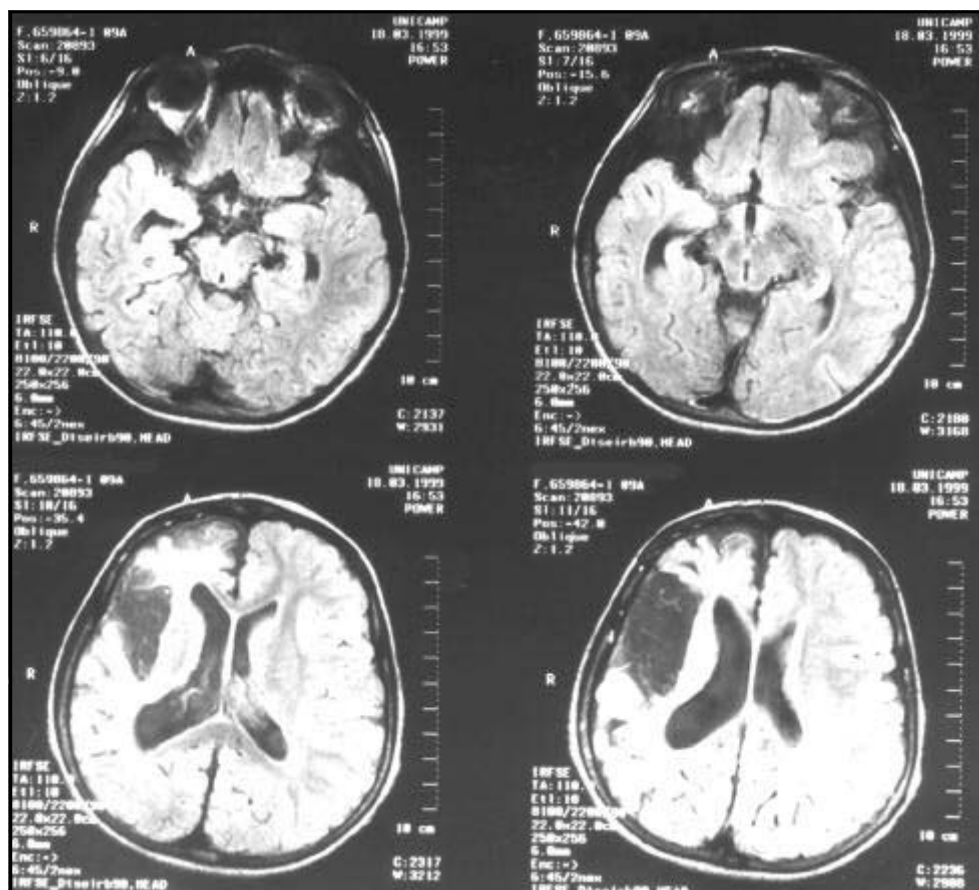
Ressonância magnética: extenso infarto cerebral no território da artéria cerebral média direita.
